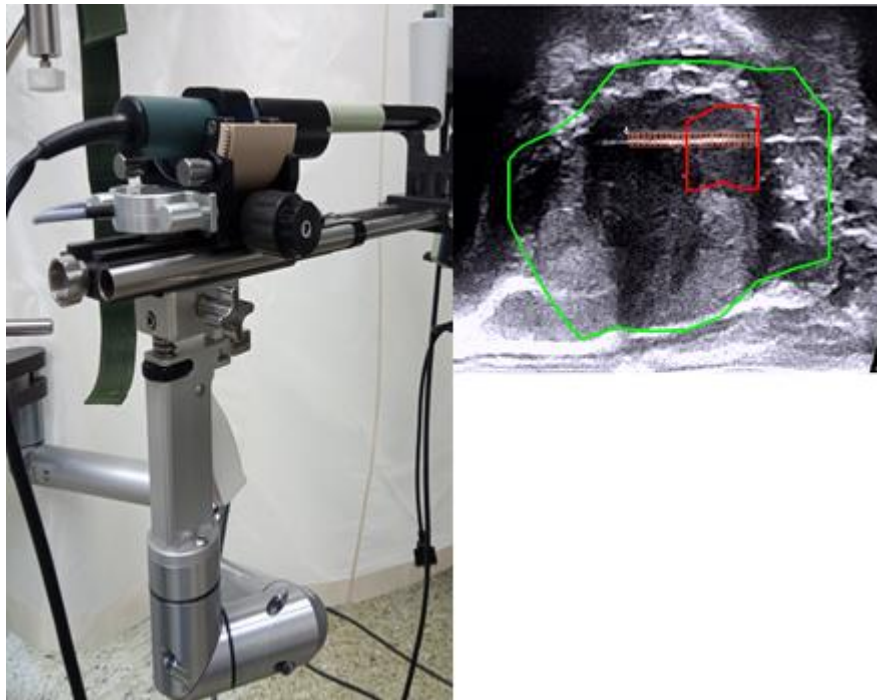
Stepper System mit TRUS-Sonde und Verfolgung der Biopsienadel mit dem BioJet® System (Grün – Prostata; Rot – MRT Läsion; Orange – Markierung der Stanzelokalisation)
